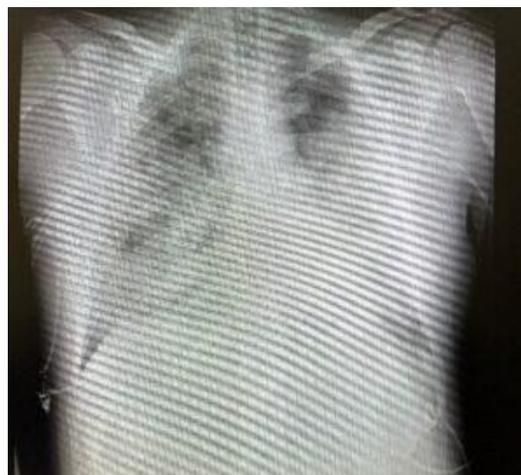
Radiografía Tórax paciente COVID con SDRA.
